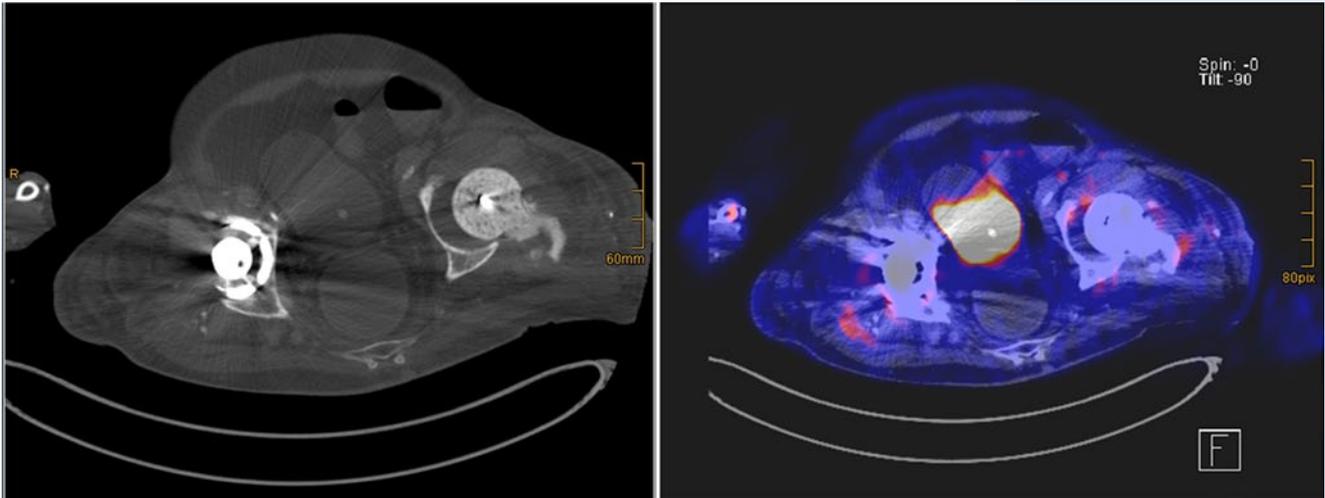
▲ Positronenemissionstomographie (PET) mit rechtsseitigen Anreicherungen bei Hüft-TEP-Infekt
